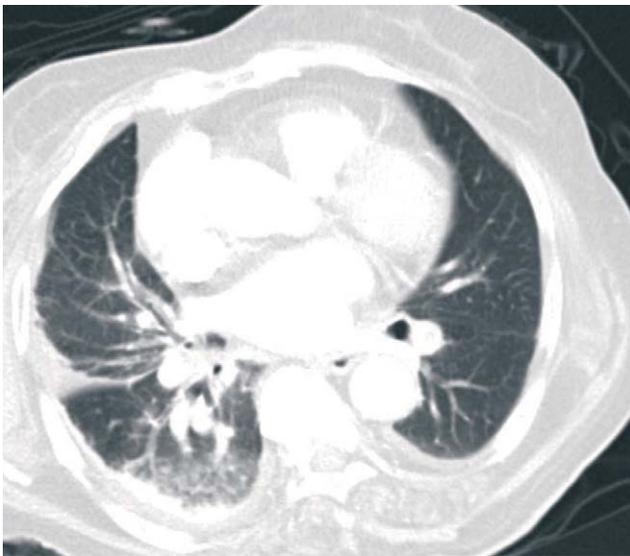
Two phase contrast chest enhance CT view shows thromboembolism in Rt. pulmonary artery & both interlobar pulmonary artery.
